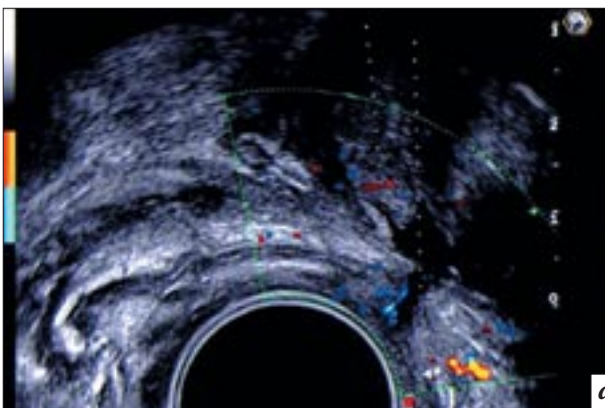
Совмещенное ТРУЗ-МРТ-изображение. Линия предстоящей пункции на МРТ-изображении (*б*) проходит через участок в передней стенке шейки мочевого пузыря с патологическим накоплением МР-контрастного препарата.
